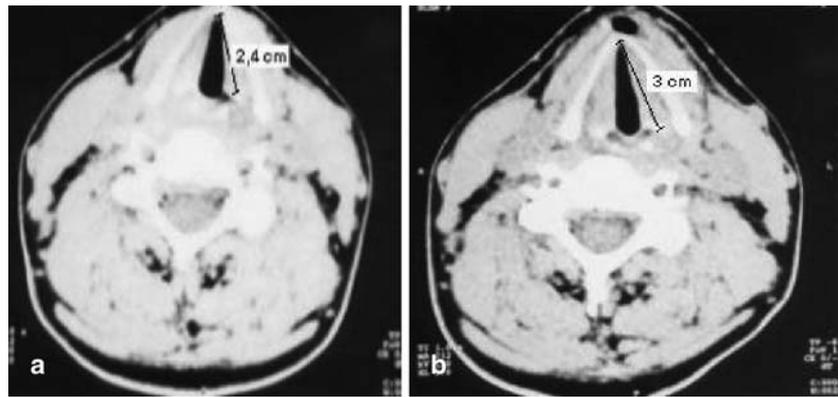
▲ Spiral-CT des Larynx, a Darstellung der Stimmlippenlänge präoperativ, b Darstellung der Stimmlippenlänge postoperativ. Prälaryngealer, operationsbedingter Lufteinschluss
